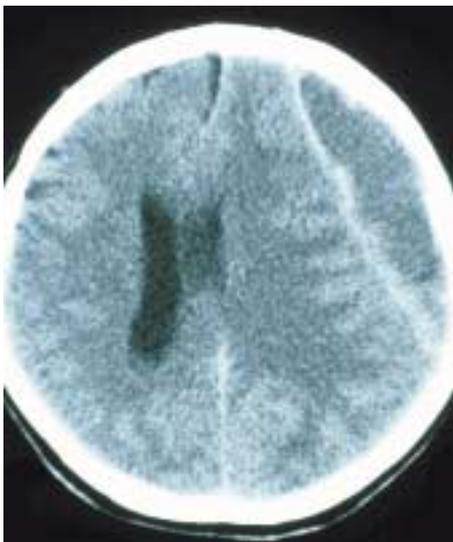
Subdurales Hämatom (CT)
